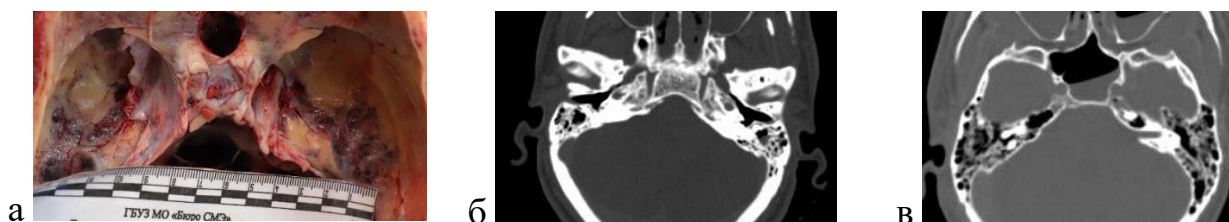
а – Просвечивающиеся кровоизлияния через крыши пирамид височных костей. Рисунок 3 б, в - Содержимое в клетках сосцевидных отростков височных костей и в полости среднего уха. Посмертное КТ-исследование
